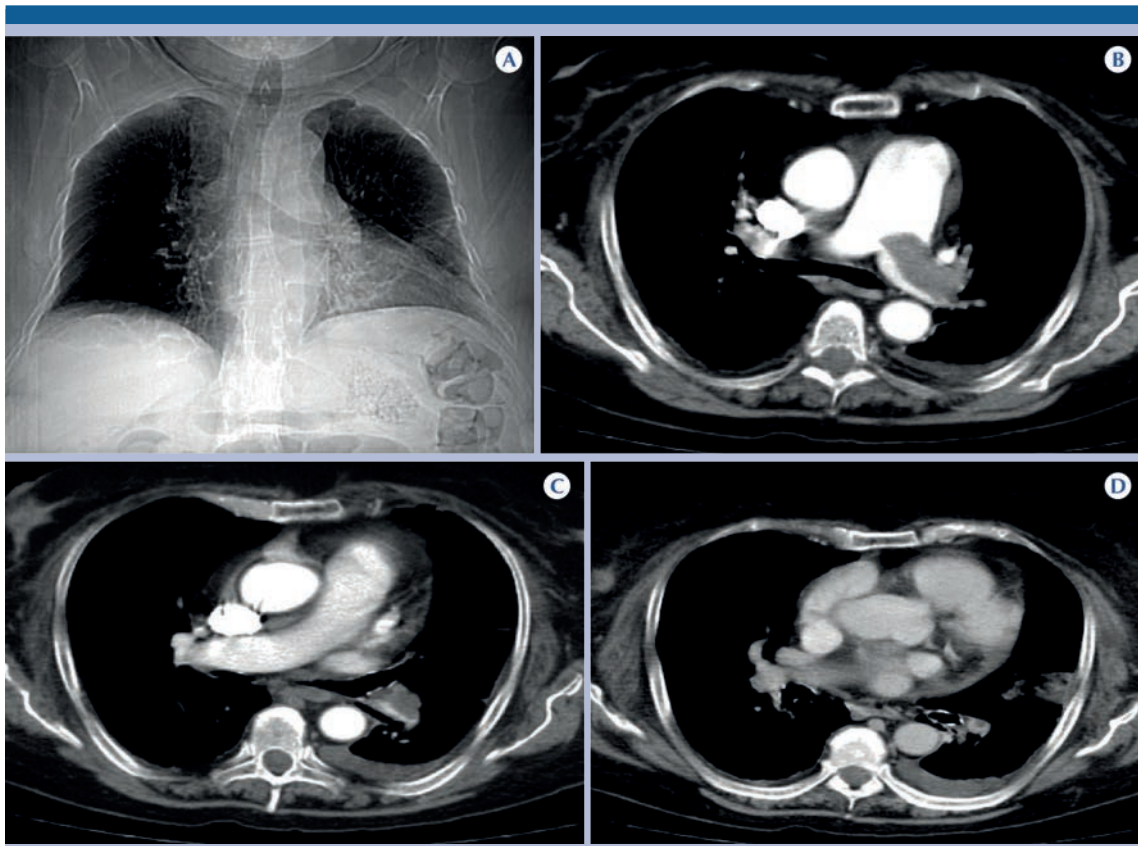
A-D) Mujer de 64 años, estudio de protocolo de angiotomografía pulmonar solicitado por foco neumónico donde se demuestra *incidentalmente* tromboembolia pulmonar aguda central izquierda, con derrame pleural, pericárdico y área de infarto pulmonar.
